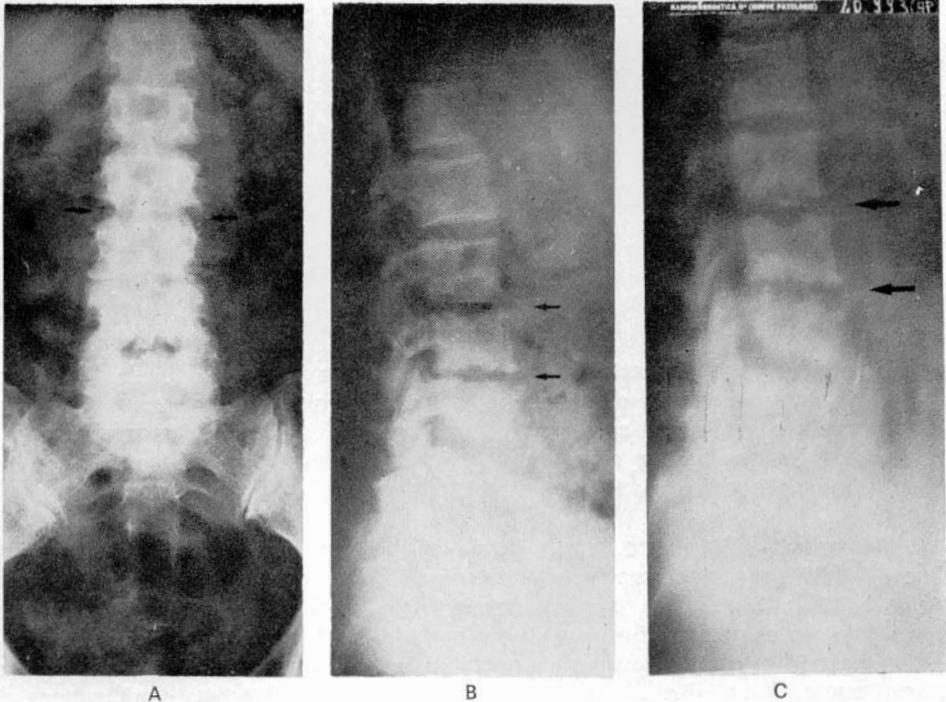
Anna R. a-b-c) Proyección anteroposterior, laterolateral y tomografía que ponen en evidencia lesiones osteolíticas de las vértebras II, III, y IV lumbares, con áreas de esclerosis perifocal. Escasa decalcificación de las metámeras interesadas. Espacios discales irregularmente estrechados pero conservados.
